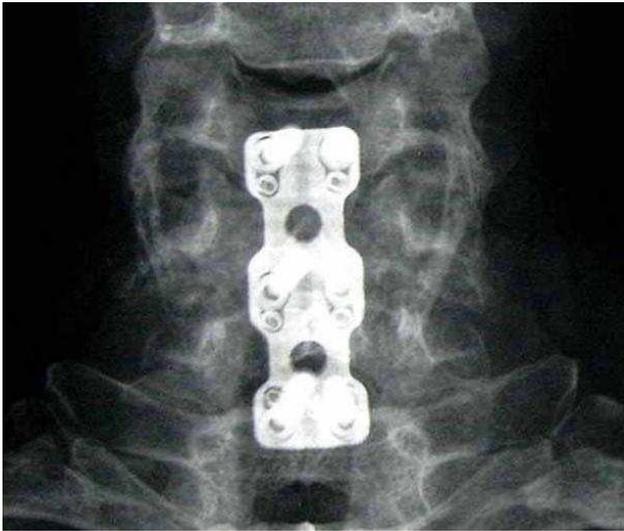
Bisegmentale ventrale Spondylodese C5/7 im Röntgen, a.p. Aufnahme
